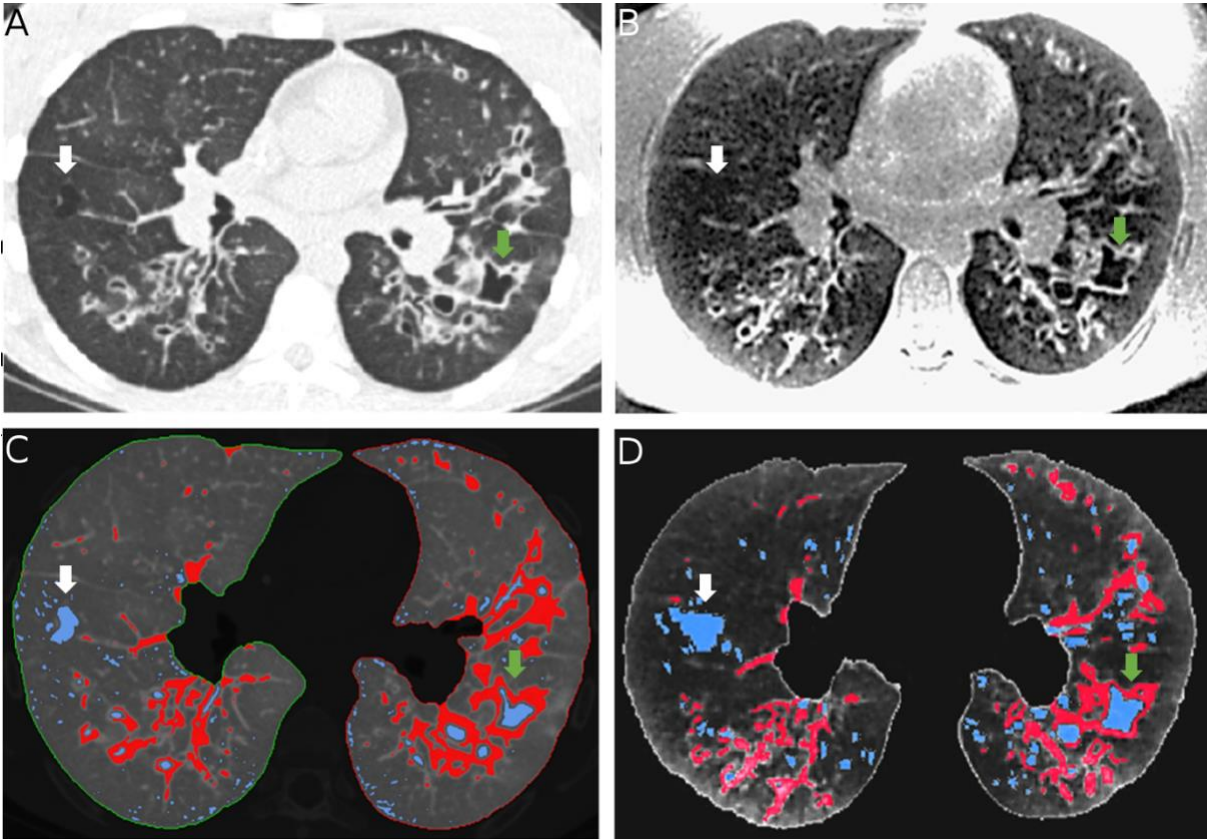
A) Axial CT lung section in a 14-year old female with cystic fibrosis.
